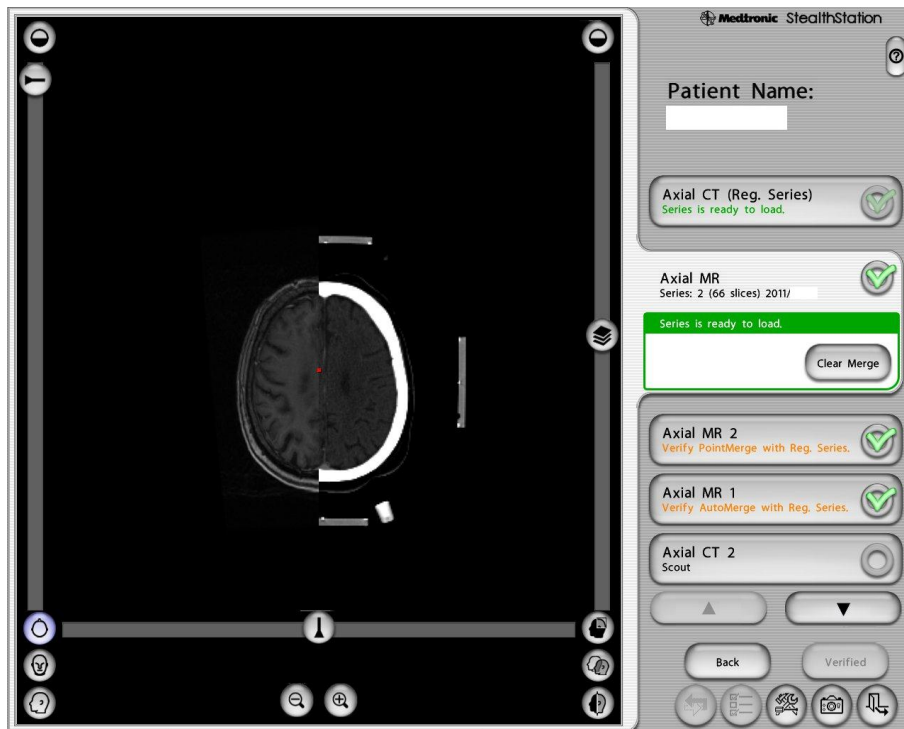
Fusion von CT und MR T1
